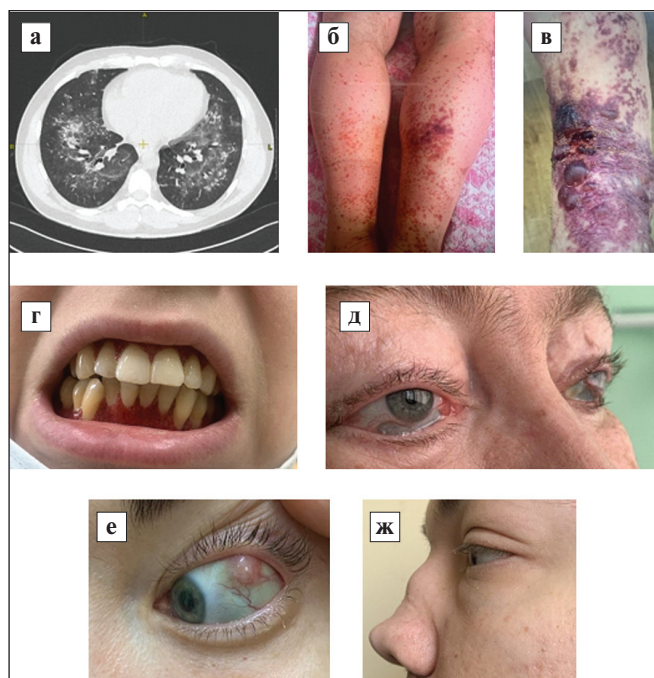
Клинические проявления АНЦА-СВ: а — компьютерная томограмма органов грудной клетки. Определяются признаки диффузного альвеолярного кровоизлияния; б — геморрагические высыпания; в — язвенно-геморрагические высыпания; г — «клубничная» гиперплазия десен; д — некротизирующий склерит; е — узелковый передний глубокий склерит; ж — седловидная деформация носа¹.
